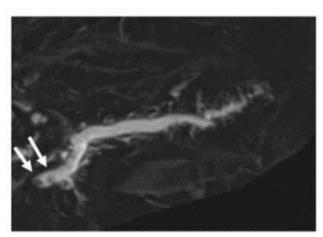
MRCP image of a patient with chronic pancreatitis. Translucencies (arrows) can be seen in the main pancreatic duct near the main papilla. In this case, the stones were confirmed by CT, but it was difficult to differentiate between stones and protein plugs by MRCP.
